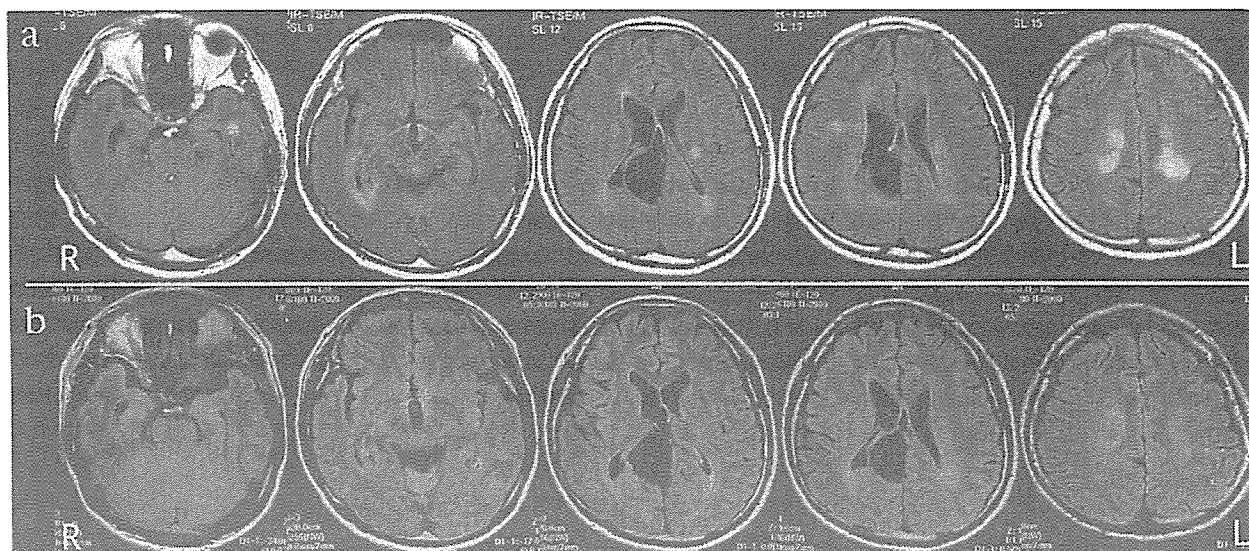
Axial fluid-attenuated inversion recovery (FLAIR) images of brain performed after two and half months (a) and ten months (b) from the head trauma (a : TR/TE = 5,264/150, b : TR/TE = 6,000/120). Multiple high signal lesions at cerebral white matter in the former FLAIR image remarkably decrease in the latter.
